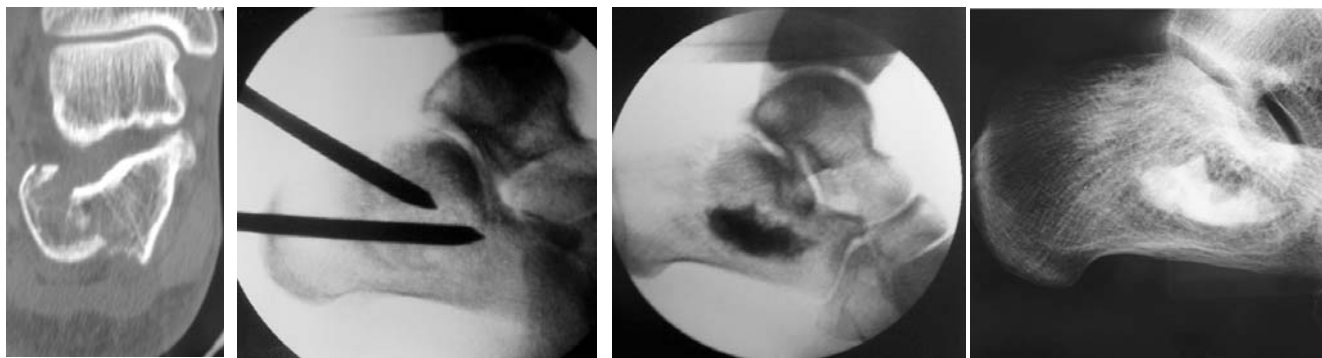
Enfoncement vertical du calcaneus : scanner pré-opératoire, images per-opératoires de la réduction par clous de Steinmann et après injection, puis radiographie à 2 ans.
